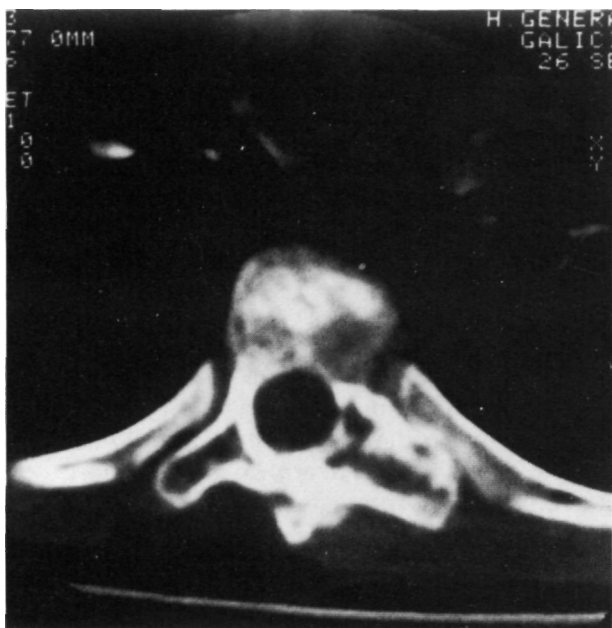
TC de columna dorsal. Corte axial a nivel de D8 donde se observa lesión destructiva que afecta a pedículo, lámina y cuerpo vertebral de D8.
